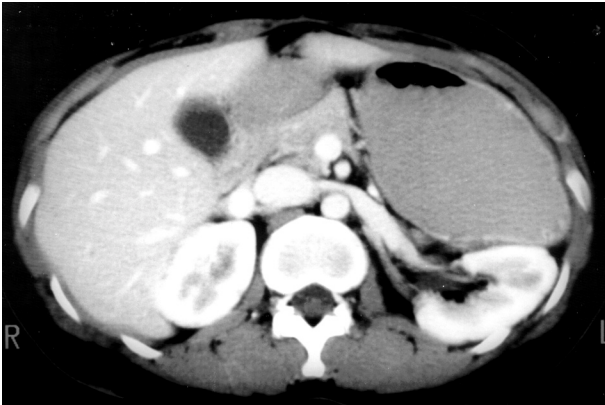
Postoperative follow-up after 1 year abdominal CT scan shows no recurrence.
